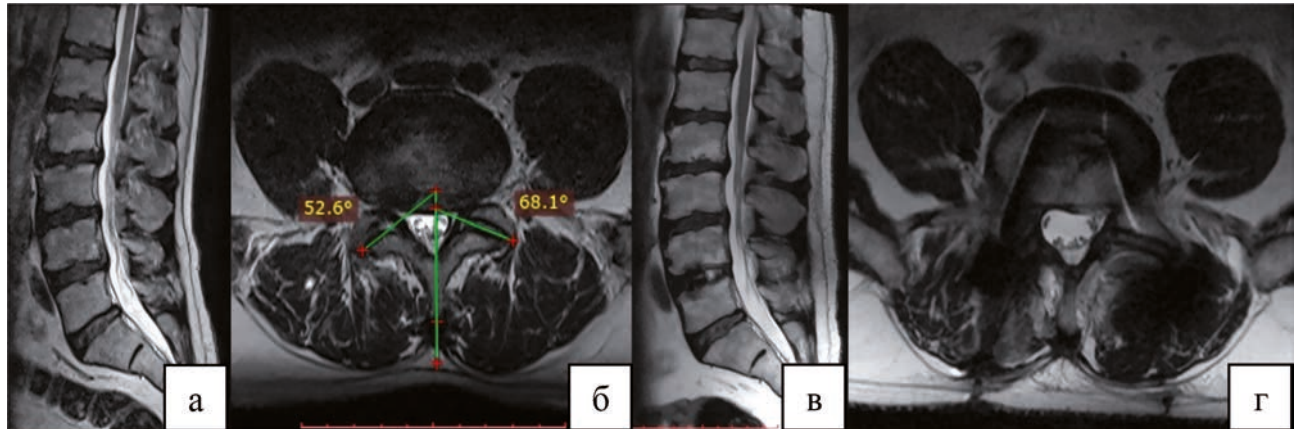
Пациент В., 45 лет, с дегенеративным заболеванием поясничного отдела позвоночника на уровне L4-L5: а – на сагиттальной МРТ грыжа МПД L4-L5; б – на аксиальной МРТ методика подсчета величины фасеточного угла, верифицирован тропизм ФС; в – на сагиттальной МРТ состояние после дискэктомии МПД L4-L5, межтелового трансфораминального спондилодеза, транспедикулярной стабилизации; г – на аксиальной МРТ состояние после дискэктомии МПД L4-L5, межтелового трансфораминального спондилодеза, транспедикулярной стабилизации
